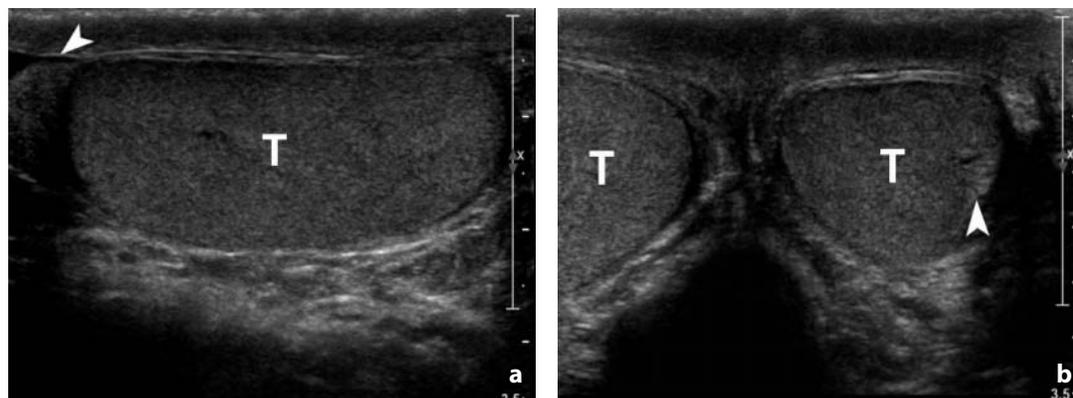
Anatomia normale. Ecografia di un testicolo normale (T). a Scansione sagittale. b Scansione assiale. L'organo ha struttura omogenea, con piccoli echi di medio-alta ecogenicità. a Cranialmente al testicolo, è visibile la testa dell'epididimo (punta di freccia). b È apprezzabile il mediastinum testis come un'immagine lievemente iperecogena, grossolanamente triangolare, alla periferia dell'organo (punta di freccia)
